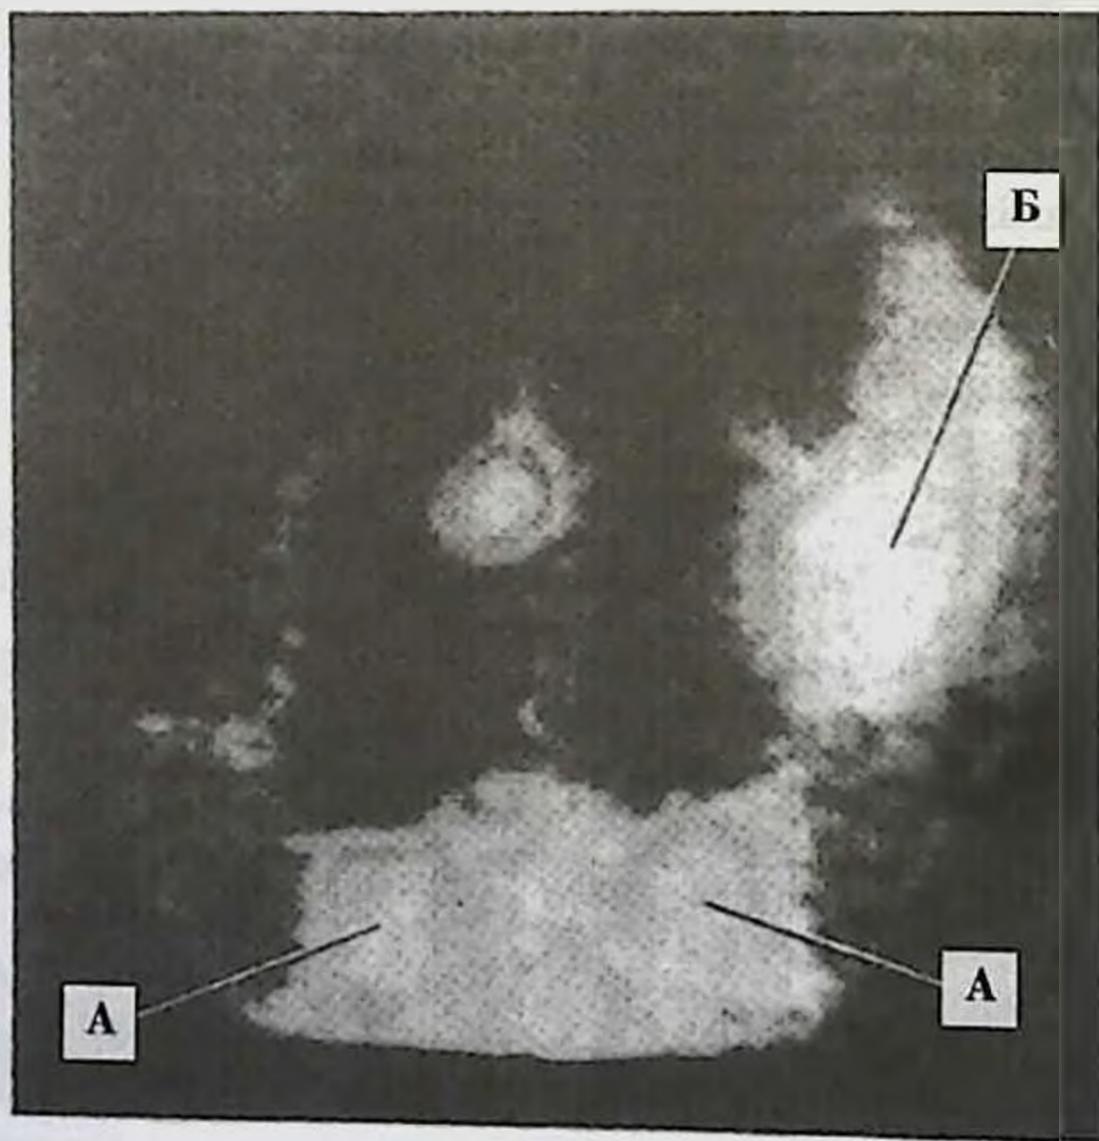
Сцинтиграмма таза. а—очаги остеомиелита в области крестцово-подвздошных суставов с двух сторон; б—большая гнойная полость.
